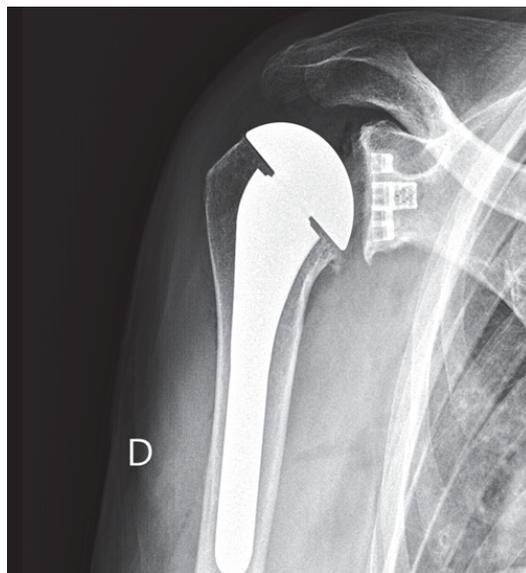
Prothèses totales de hanche, genou et épaule (radiographie) (Web-orthopédie.com)
